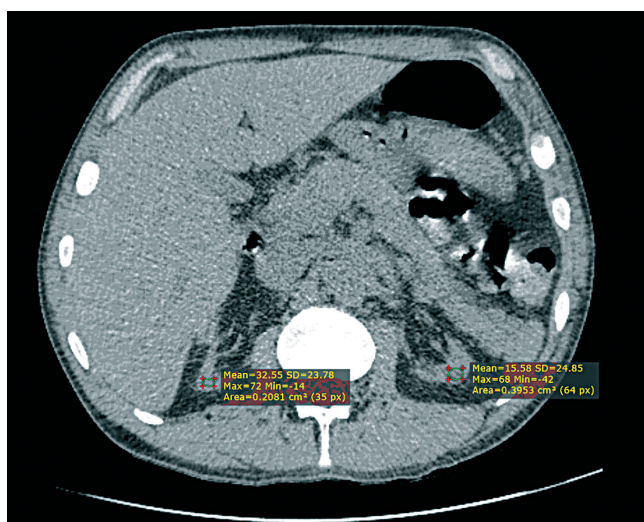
Нативная КТ собственных почек.
